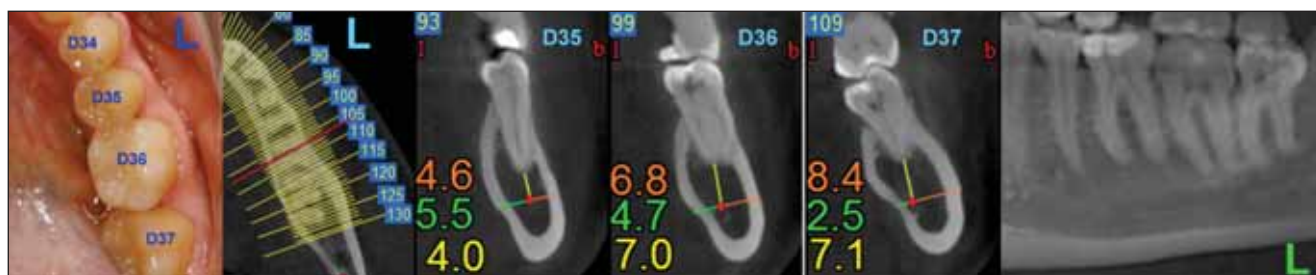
CBCT: hemimandibulă stângă. Secțiuni vestibulo-orale la nivelul dinților 3.5, 3.6, 3.7. Portocaliu – distanța FV-CM; verde – distanța FO-CM; galben – distanța D-CM
